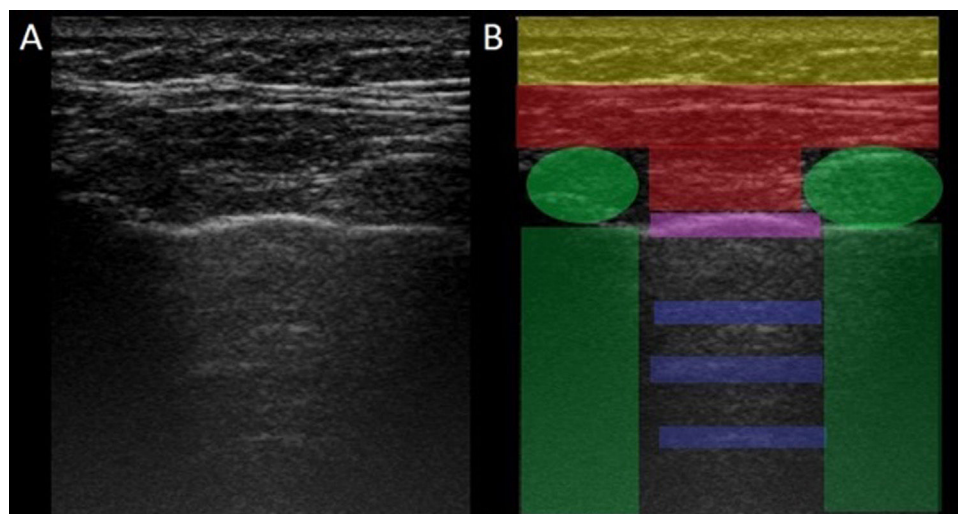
Imagen de ultrasonido normal realizado en paciente sano, obtenida con equipo GE Logiq 3 con transductor lineal multifrecuencia de 10-14 MHz, en el tercer espacio intercostal derecho, con paciente en posición decúbito supino y transductor en orientación longitudinal. A) Imagen original. B) Resaltado en amarillo piel y tejido celular subcutáneo; en rojo, capas miofasciales; en verde, costillas y la sombra acústica qgenran; en morado, línea pleural, y en azul, líneas A.
